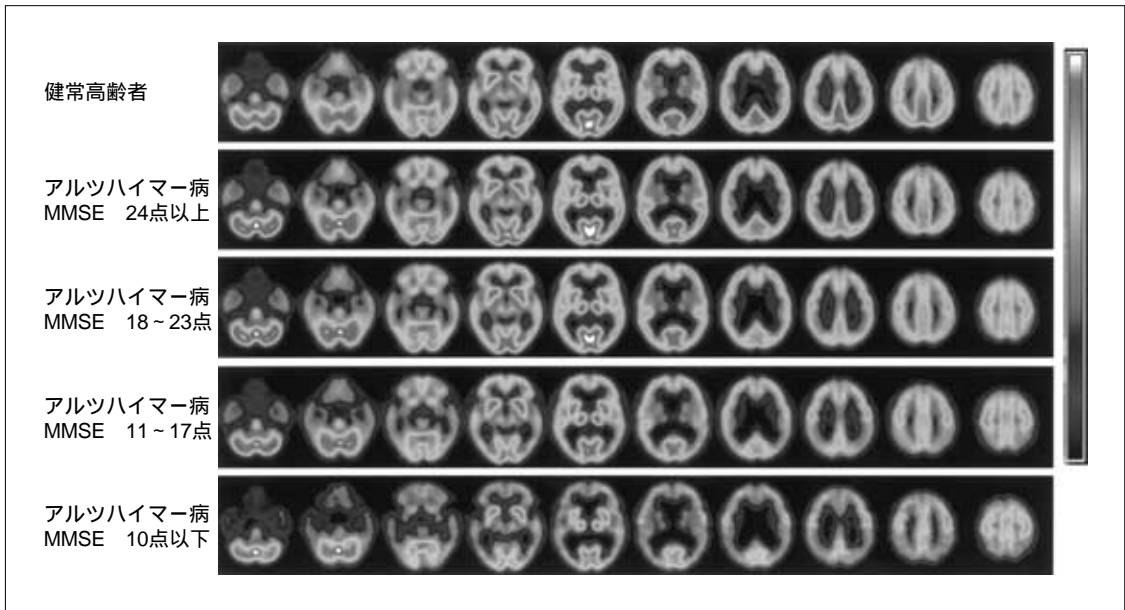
アルツハイマー病の進行に伴う SPECT 所見の推移と高齢健常者との比較
